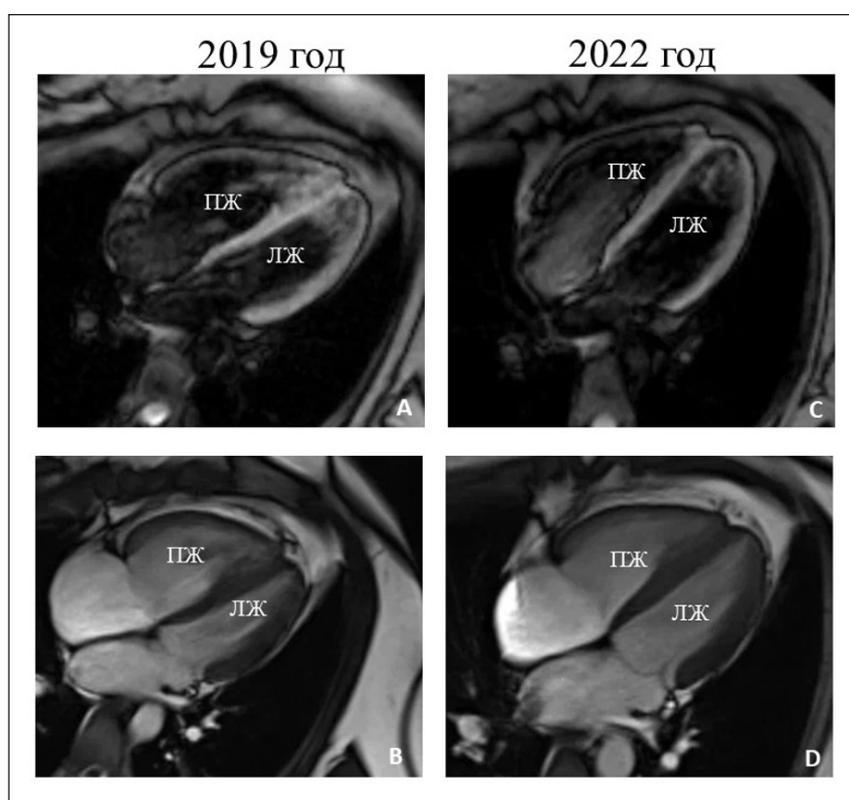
Магнитно-резонансная томография сердца исходно (А, В) и на фоне терапии блокаторами кальциевых каналов через 2 года (С, D)
